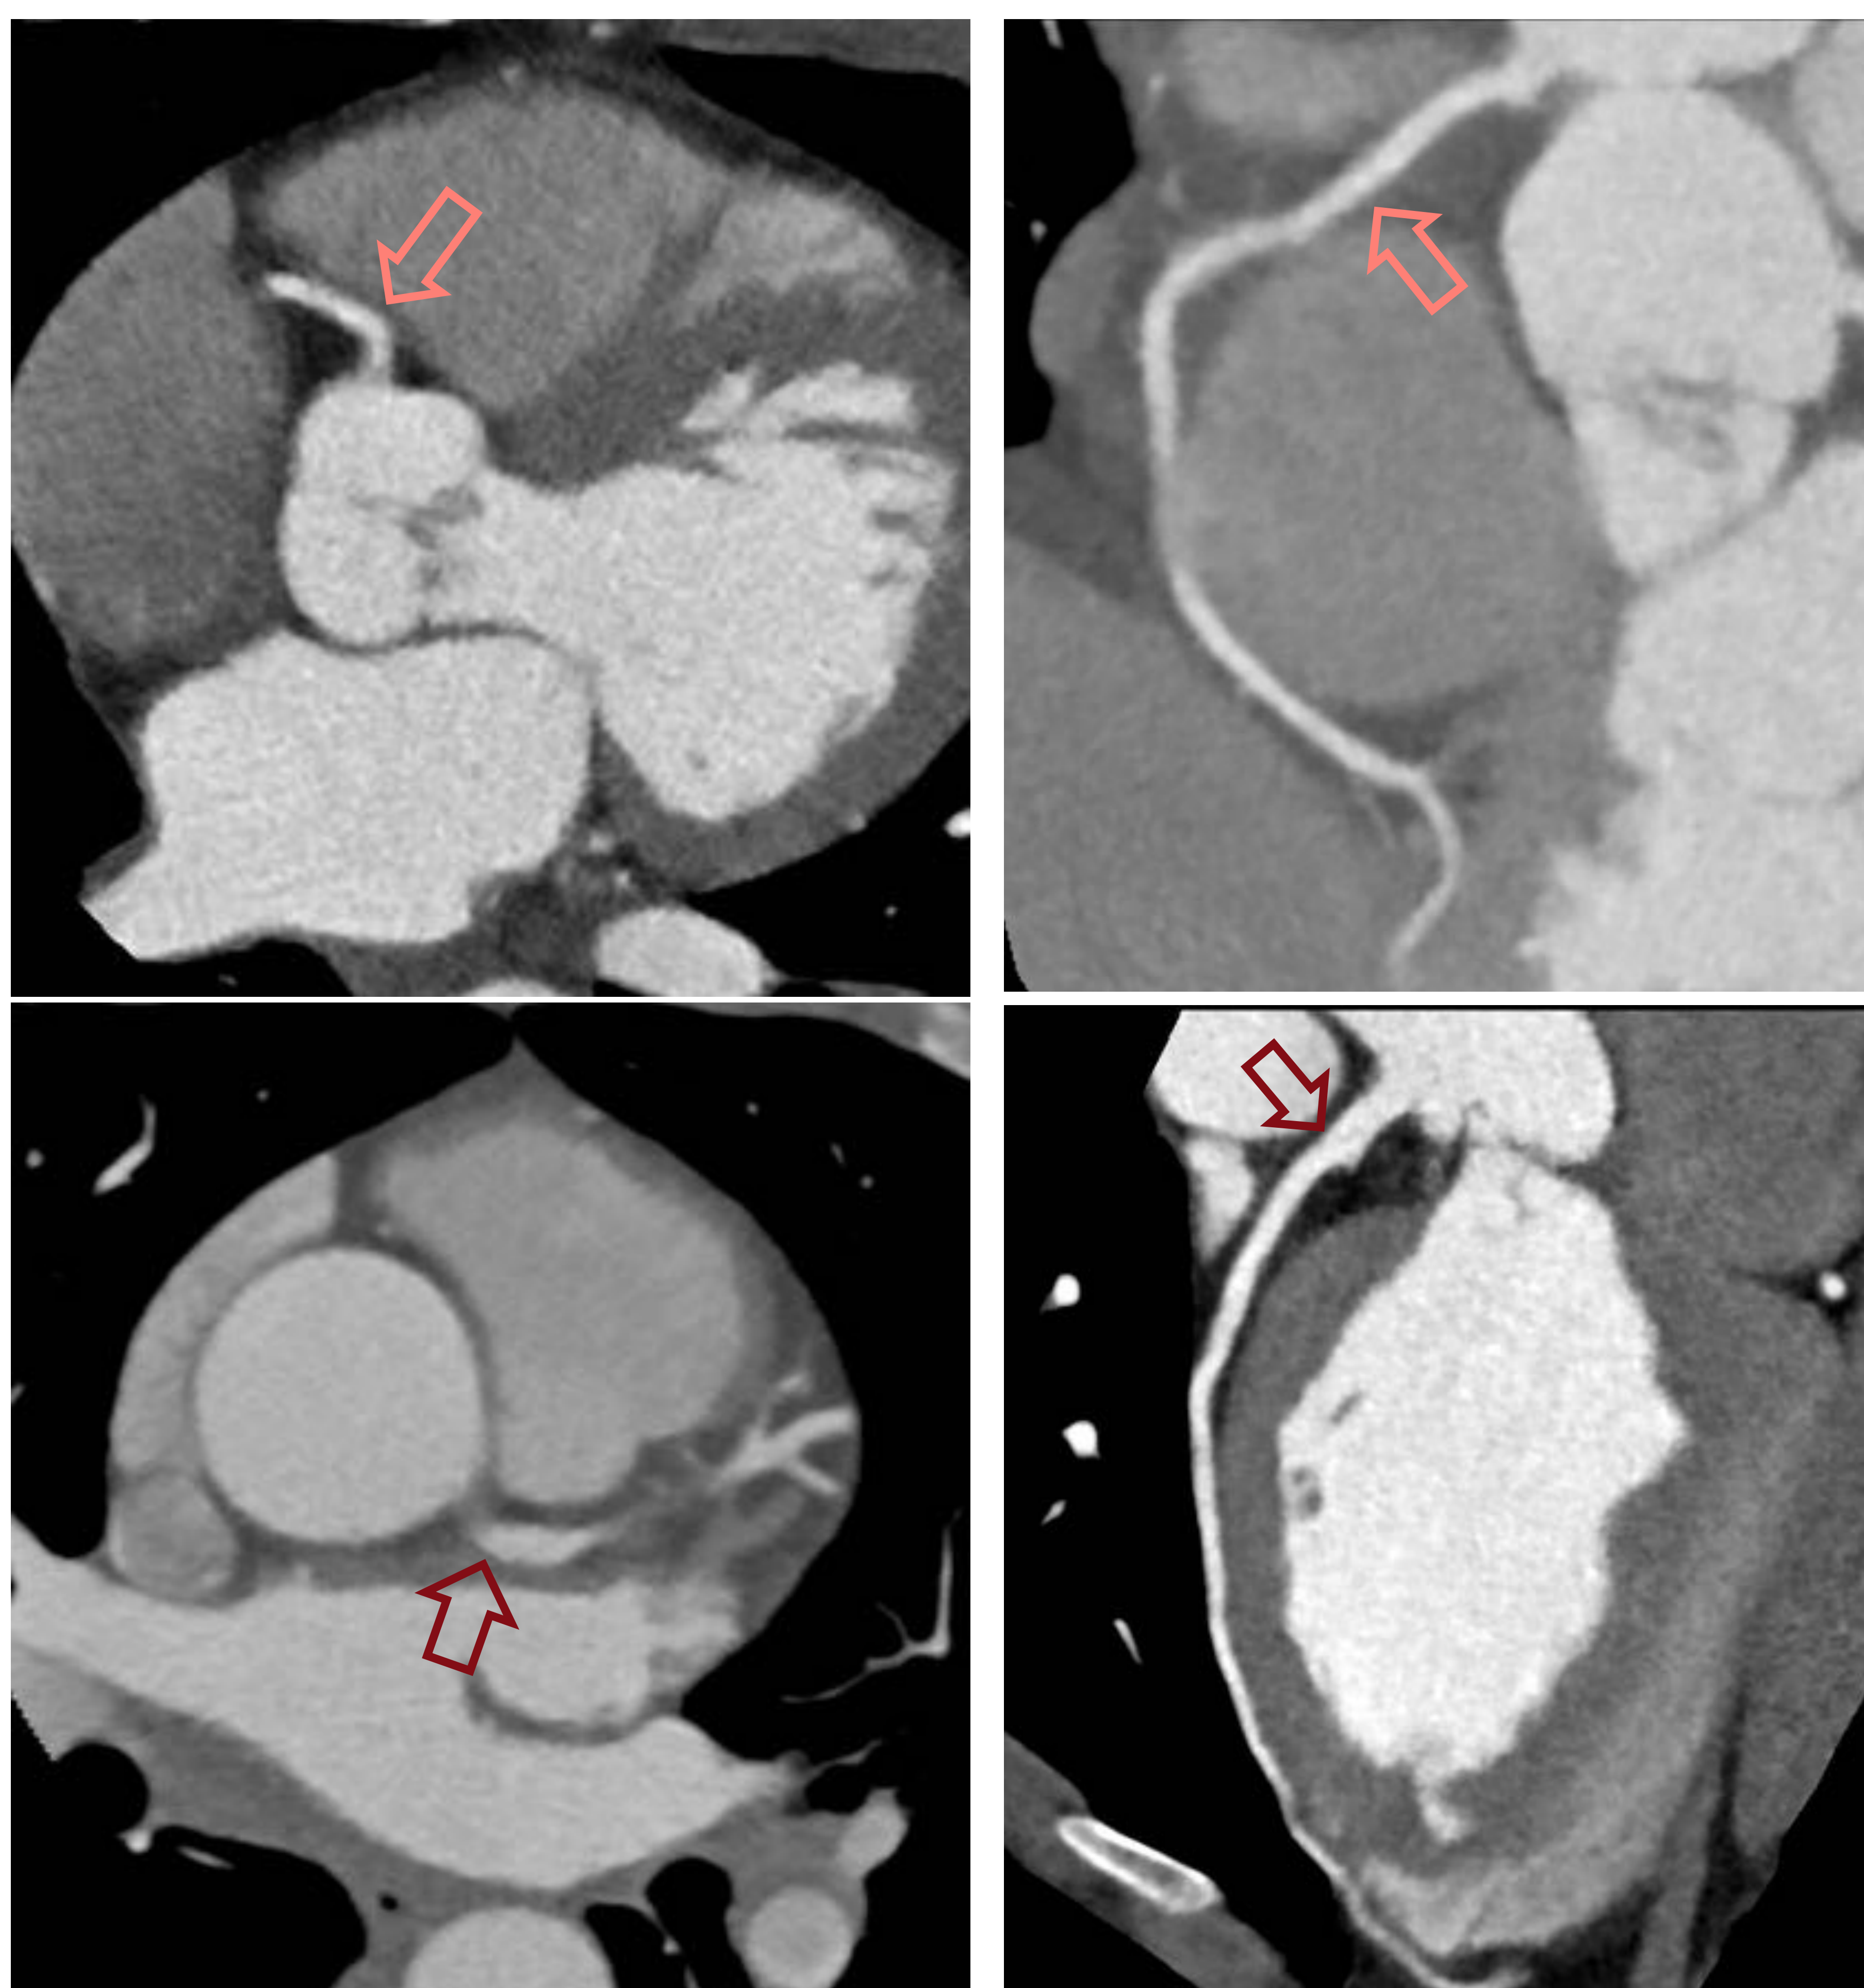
Estudio de las arterias coronarias. TC con CIV, cortes axiales y sagitales. a y b. Arteria coronaria derecha. c y d. Arteria coronaria izquierda.
